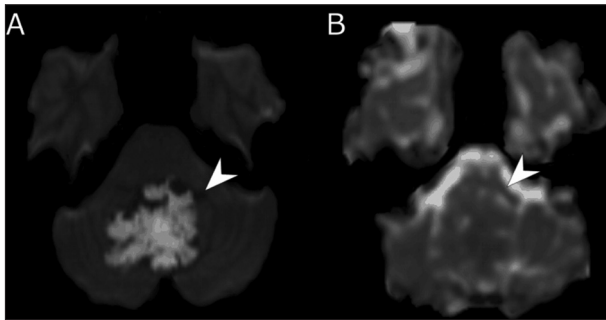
DWI of patient 1. DWI with $b=0$ (A) and ADC map (B)
